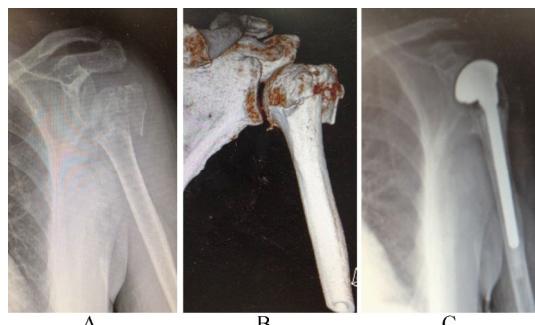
半肩关节置换组患者术前X线片（A）、术前三维CT重建（B）及术后X线片（C）
